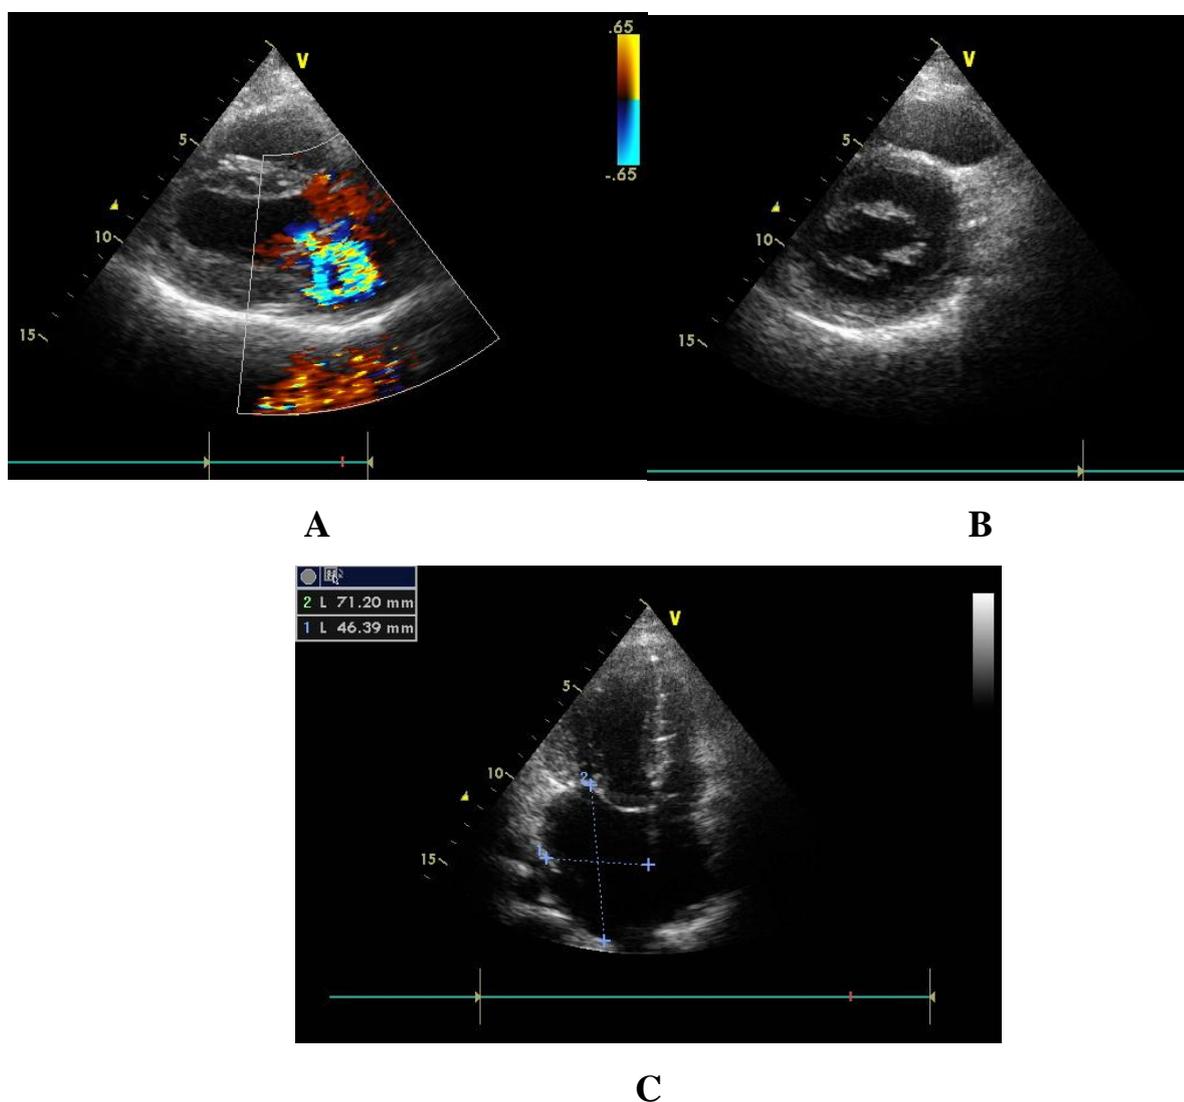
Эхокардиограмма. А - парастеральная проекция по длинной оси ЛЖ: визуализируется поток регургитации в полости ЛП. В – та же проекция, короткая ось: видны утолщенные створки МК. С – измерения ЛП (7×5см).
